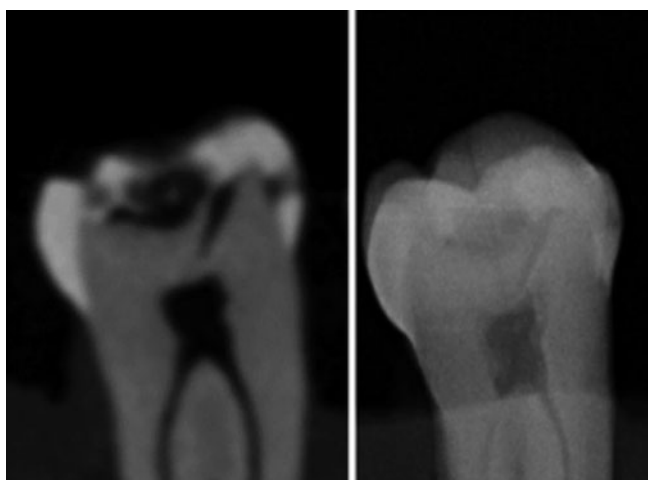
Imágenes adquiridas mediante tomografía de haz cónico y radiografía digital de una pieza dentaria extraída que presenta lesiones de caries.
